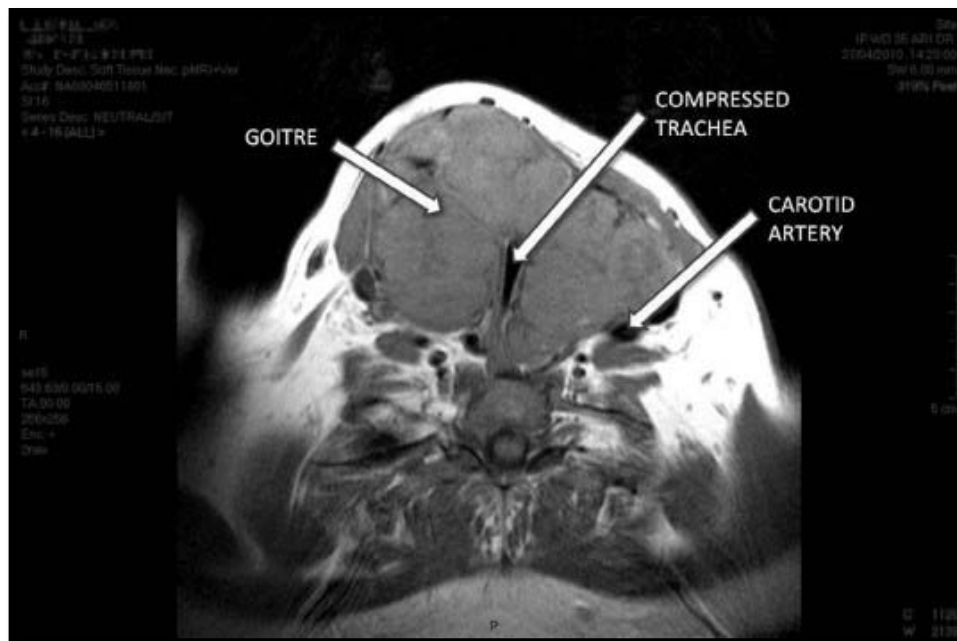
IRM cervico-thoracique en séquences T1 en coupe axiale montrant un goitre plongeant refoulant les carotides et comprimant la trachée (108)
